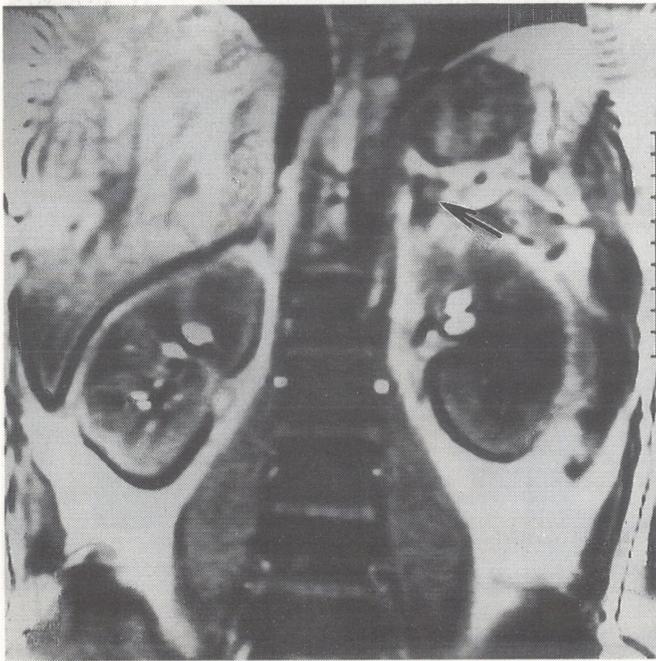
Магнитно-резонансная томограмма больной К., 38 лет. Диагноз при поступлении: инциденталома левого надпочечника. Клинический диагноз: смешанноклеточная аденома надпочечника. Преклинический синдром Кушинга.
